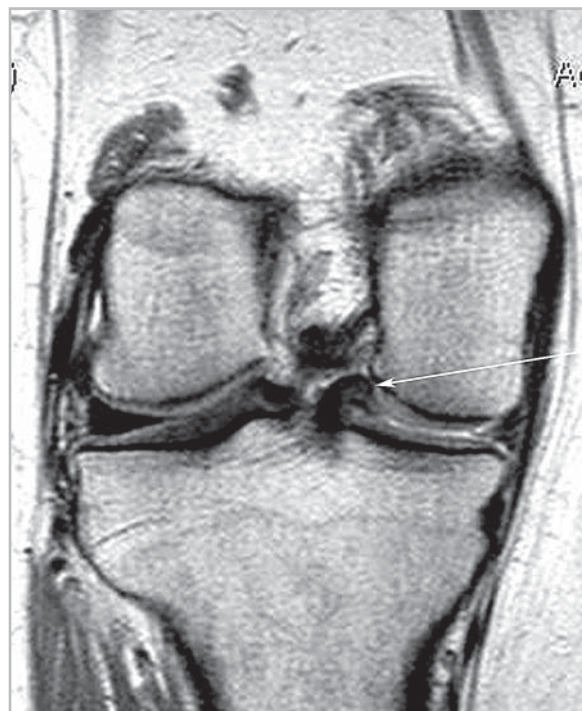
МР-томограмма коленного сустава в коронарной проекции (PDW/TSE). Продольный разрыв заднего рога медиального мениска по типу «ручки лейки» со смещением фрагмента (стрелка)
